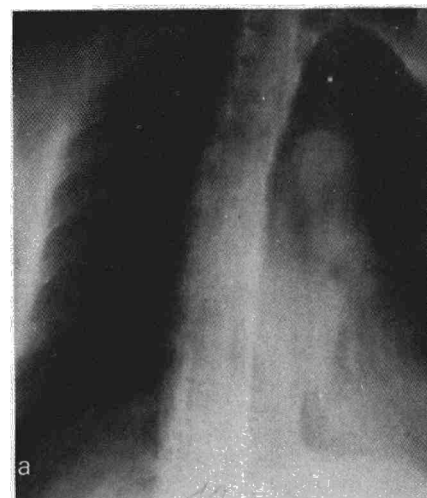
2.a) Tomografía que muestra tumor endobronquial en base de pulmón izquierdo frente a la salida del bronquio del lóbulo superior izquierdo. Enferma tratada por neumonectomía izquierda (carcinoide).
